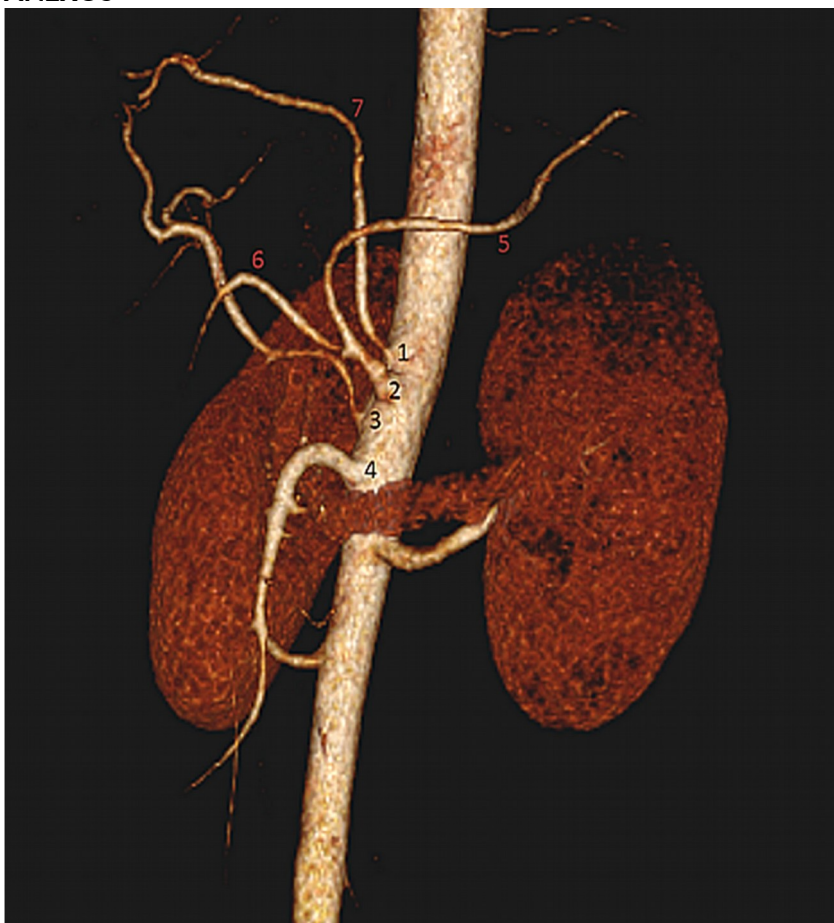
Angiotomografia de abdome com reconstrução em 3D mostrando a presença de quatro ramos aórticos - 1) art. gástrica esquerda, 2) tronco hepatoesplênico, 3) art. hepática direita e 4) art. mesentérica superior, 5) art. esplênica, 6) art. hepática comum, 7) art. hepática esquerda acessória.
